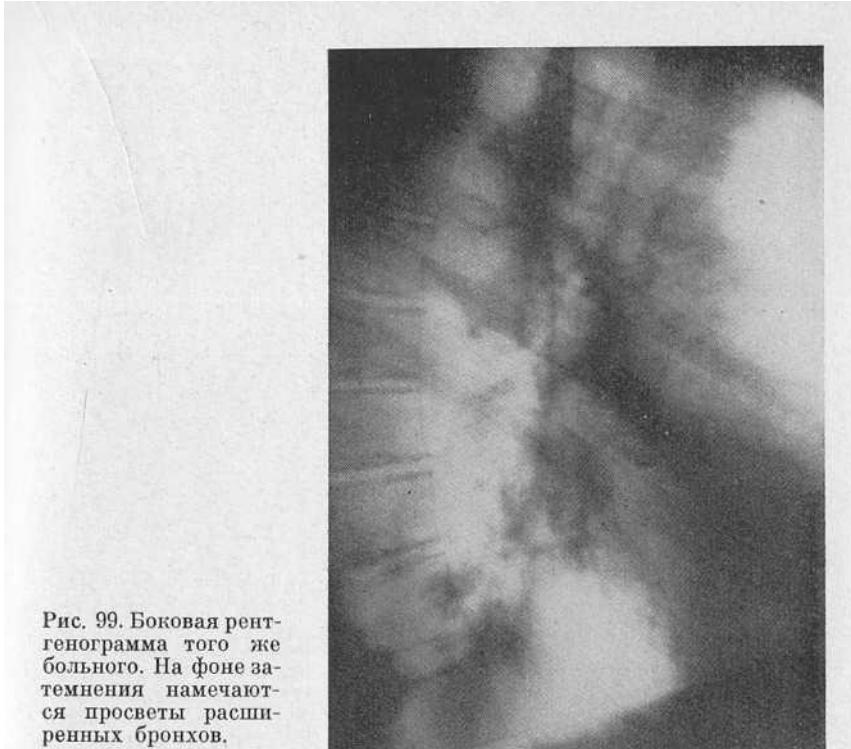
Боковая рентгенограмма того же больного. На фоне затемнения намечаются просветы расширенных бронхов.
